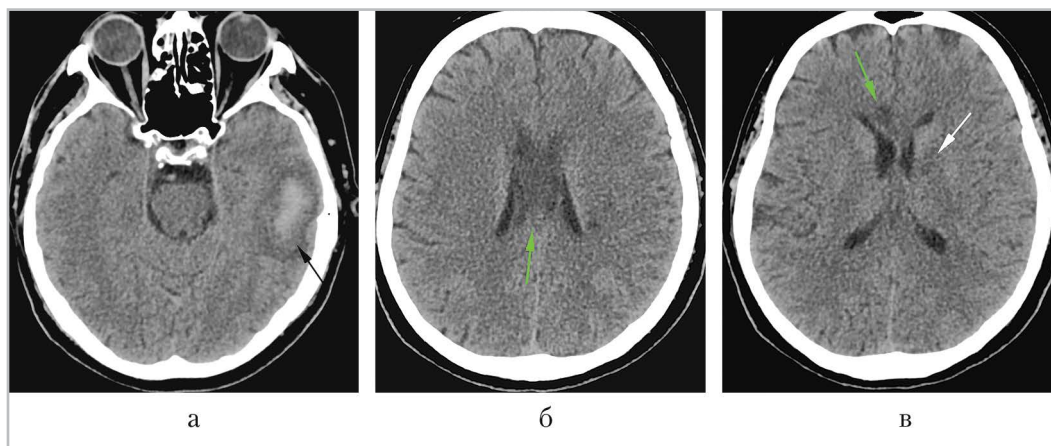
Компьютерные томограммы головного мозга в аксиальной плоскости (а — в). По сравнению с предыдущим исследованием отмечается уменьшение размеров и плотности внутримозговой гематомы (черная стрелка) и участков ишемии в мозолистом теле (зеленая стрелка), в области базальных ядер слева (белая стрелка)
